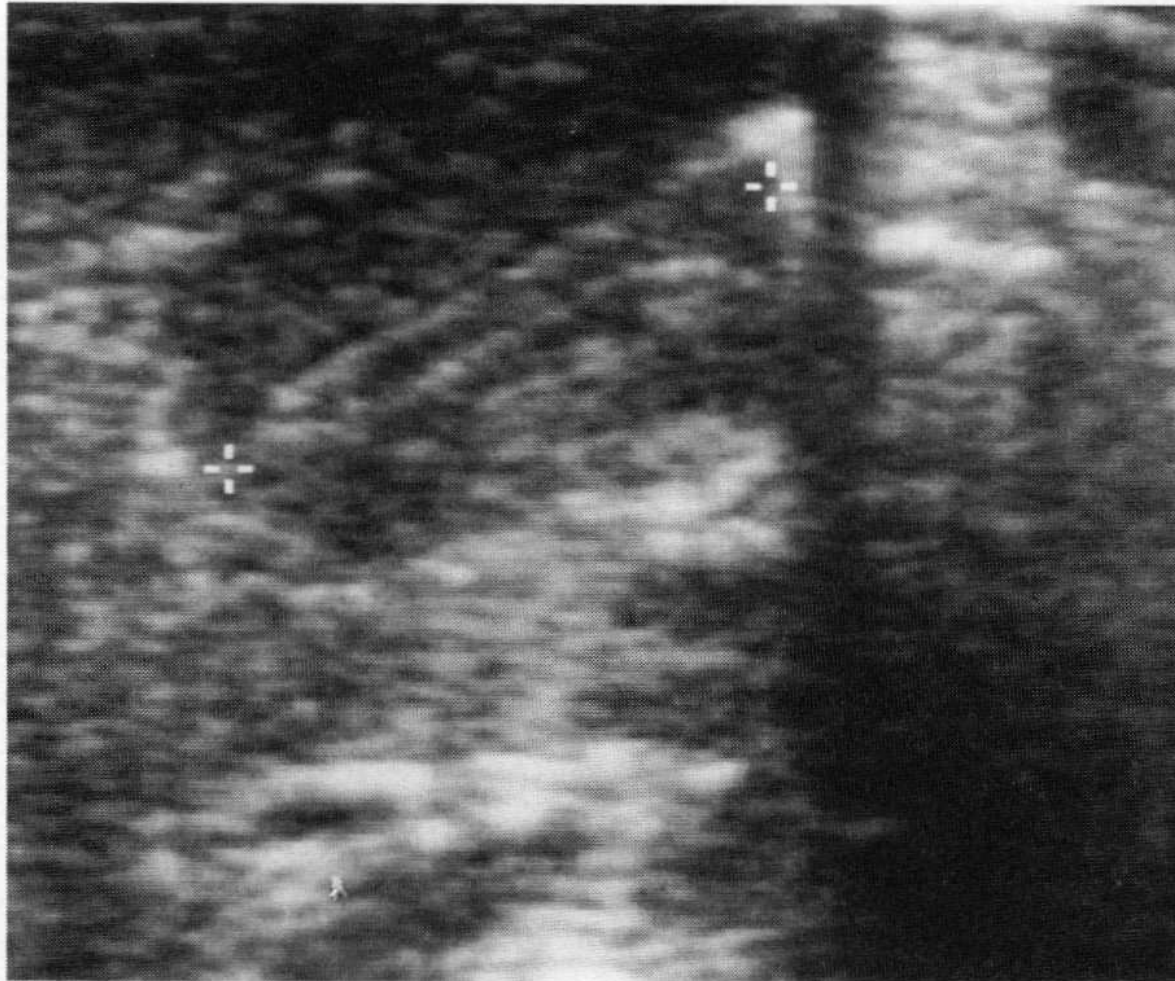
Sonographische Darstellung des Pylorustumors (zwischen 2 Kreuzen) bei einem 5 Wochen alten Säugling. Im Verhältnis zum Lumen (echoarme Längsstruktur zwischen den Kreuzen) verdickter Muskelwall. (Dr. Schneider, Dr. Kellner, Universitäts-Kinderklinik)
